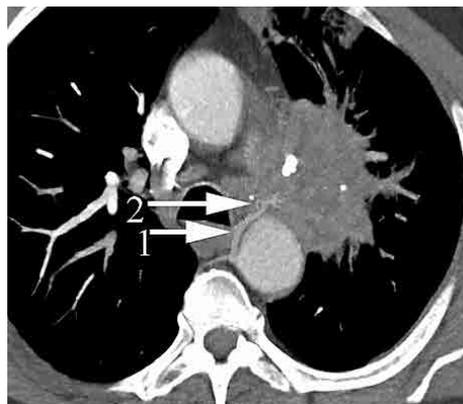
Ремоделирование бронхиальной артерии. Фрагмент компьютерной томограммы в режиме MIP. 1 — расширенная бронхиальная артерия, снабжающая кровью центральный рак легкого, 2 — патологическое разветвление бронхиальной артерии внутри опухоли.
